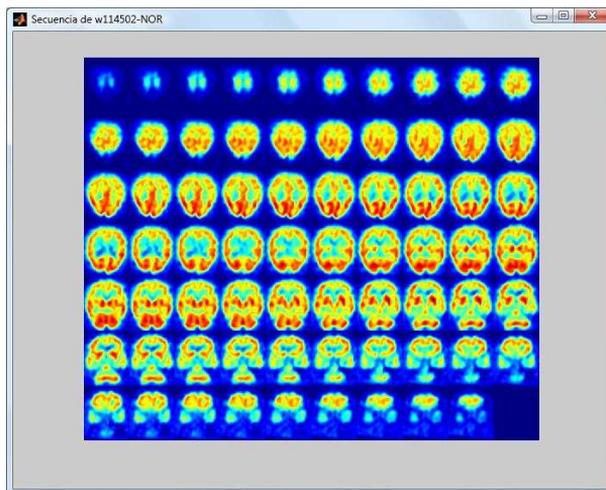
Secuencia de una imagen SPECT en la dimensión axial
